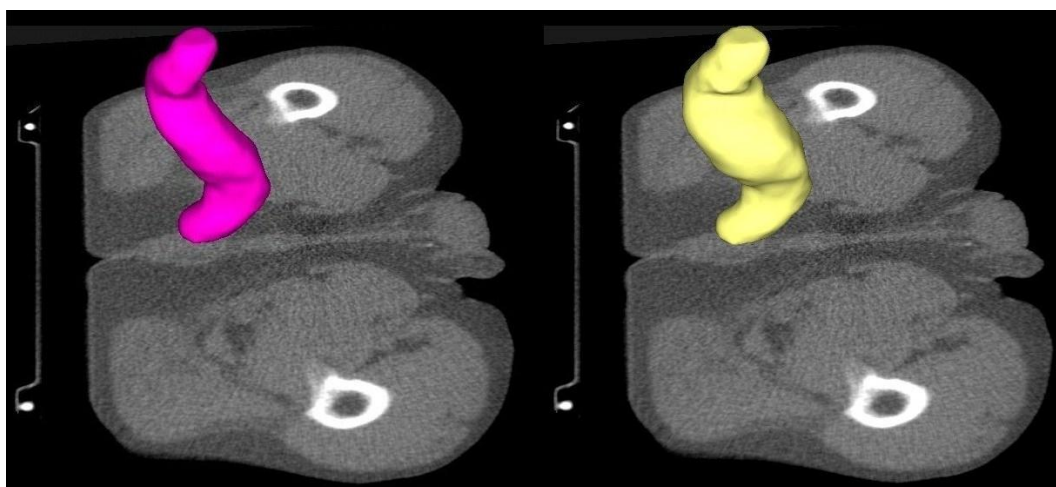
Ricostruzione 3D di un Retto vuoto CT_1 (sinistra) e Retto pieno CT_{13} (destra)
